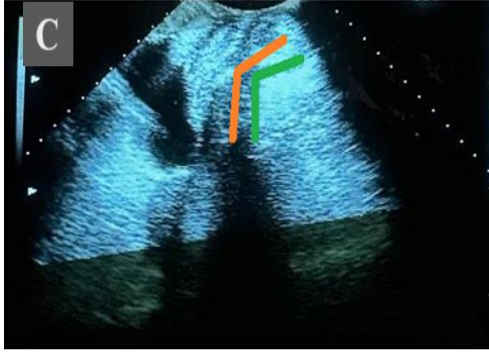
Abdominal Duvar Kasların USG Değerlendirmeleri
